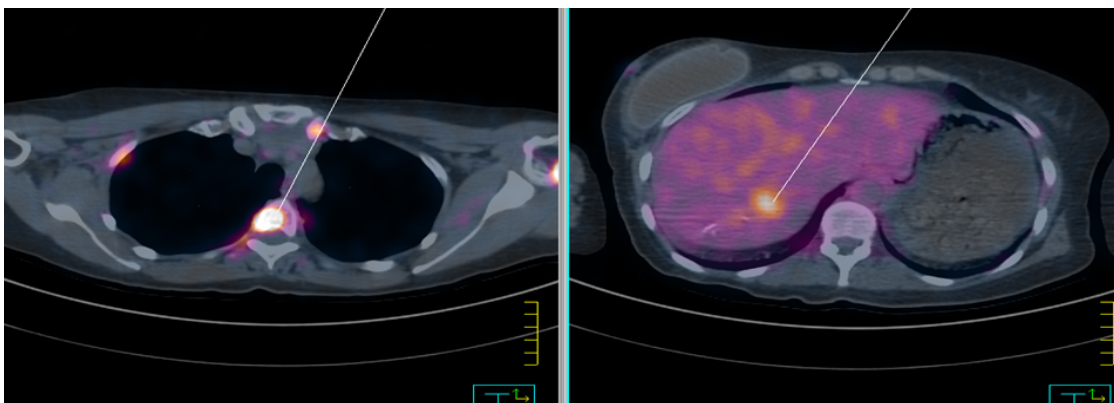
PET-CT da paciente Y027T006. Observa-se concentração anômala do ^{18}F -FDG na projeção de arcabouço ósseo correspondendo a lesões predominantemente medulares com SUV entre 1,49 e 5,80. Observa-se ainda na projeção abdominal lesões hepáticas com SUV entre 2,13 e 2,32. As áreas de concentração anômala do ^{18}F -FDG observadas correspondem a sítios de atividade metabólica celular anormal local (lesões em atividade).
